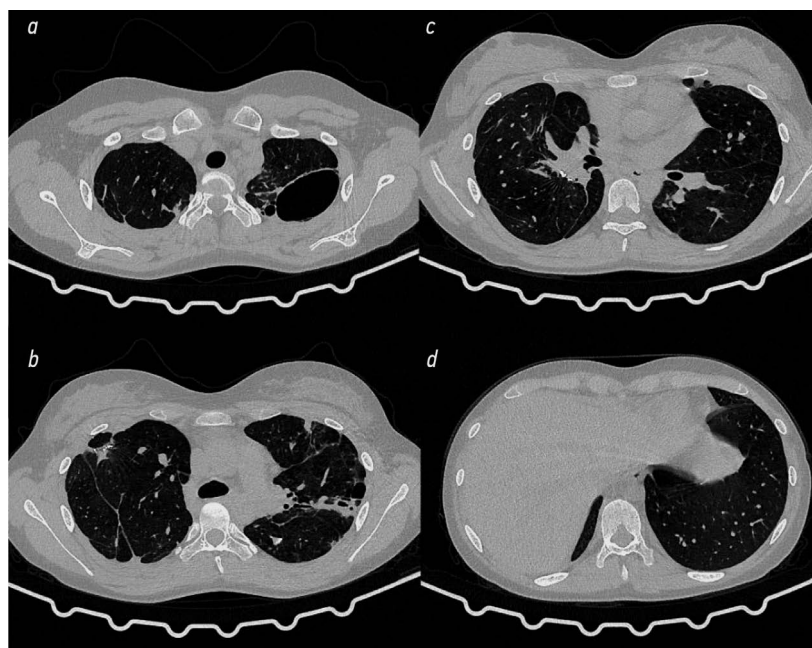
Компьютерная томография органов грудной клетки через 3 мес. после комбинированной резекции правого лёгкого: фиброзно-кавернозный туберкулёз $S_{I, II, VI}$ левого лёгкого с гигантской каверной (описание в тексте).
